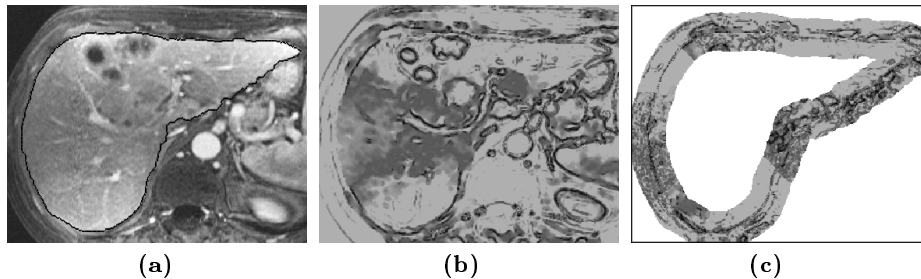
Lokale Optimierung: (a) Leber-MRT mit Parenchymkontur. (b) Kostenbild der Nachbarschicht basierend auf globalen Kostenparametern, die anhand der Kontur in (a) bestimmt wurden. (c) Kostenbild der Nachbarschicht basierend auf regional angepassten Kostenparametern und mit einem stark reduzierten Berechnungsgebiet.
